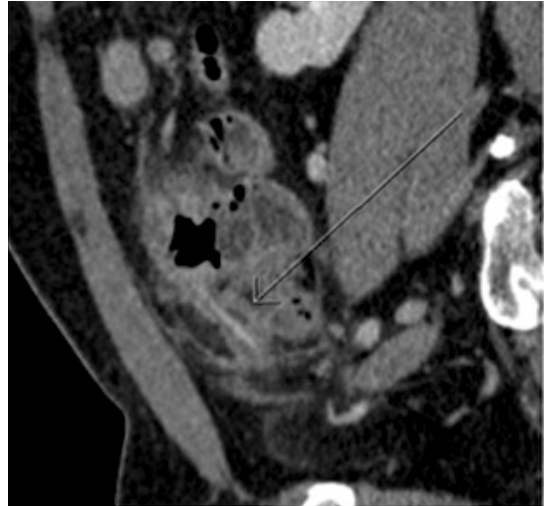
CT-scanner abdominal, coupe oblique, en phase portale, après injection de produit de contraste iodé. Présence d'une infiltration de la graisse anti-mésentérique grêle en fosse iliaque gauche avec épaissement pariétal des anses grêles voisines normalement rehaussées. Présence d'adénopathies réactionnelles encerclant une formation linéaire de densité environ 200 UH, orientée selon un axe crâno-caudal.
